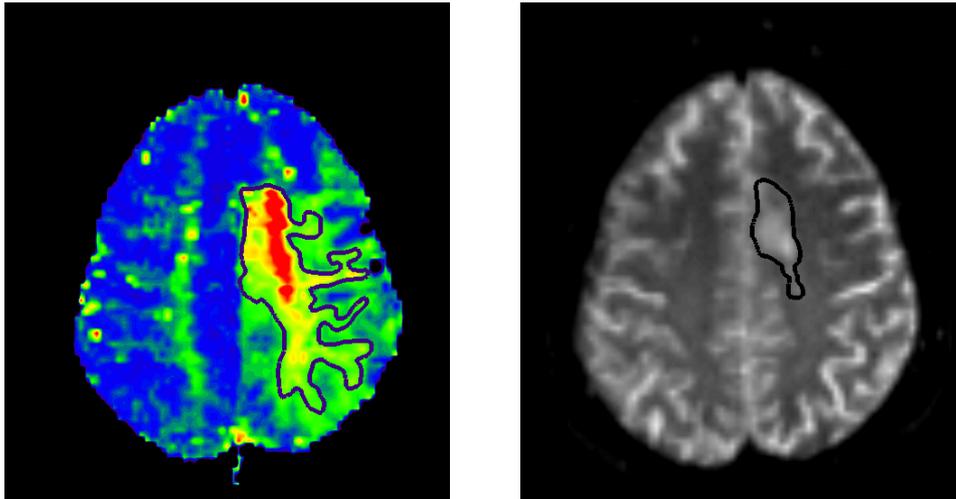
MRT mit Perfusionswichtung (PWI) einer 62 jährigen Patientin mit akutem Schlaganfall der linken Hemisphäre zeigt eine verzögerte Durchblutung (grüne/gelbe/rote Farbgebung) im Versorgungsbereich der A.cerebri media links. 2 Wochen später dokumentiert die MRT Kontrolle mit FLAIR Wichtung die Demarkierung der Durchblutungsstörung als Läsion (umrandetes Areal) (Bildmaterial aus der Routinediagnostik des Institutes für Radiologische Diagnostik an der Heinrich Heine Universität- Leiter Prof. Dr. Mödder)
